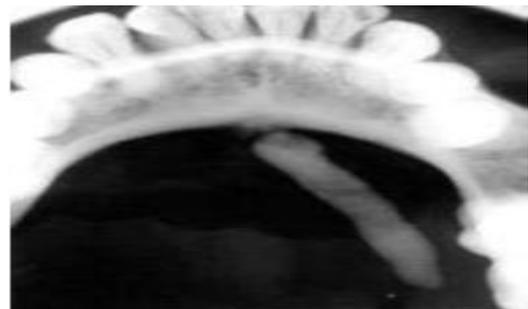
Radiographie d'une lithiase submandibulaire. [9]
